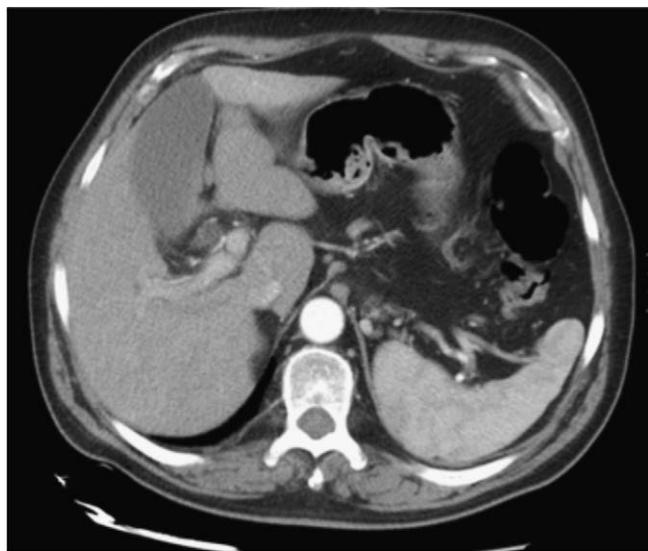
TAC con tumoración en vía biliar distal que infiltra duodeno y páncreas.
